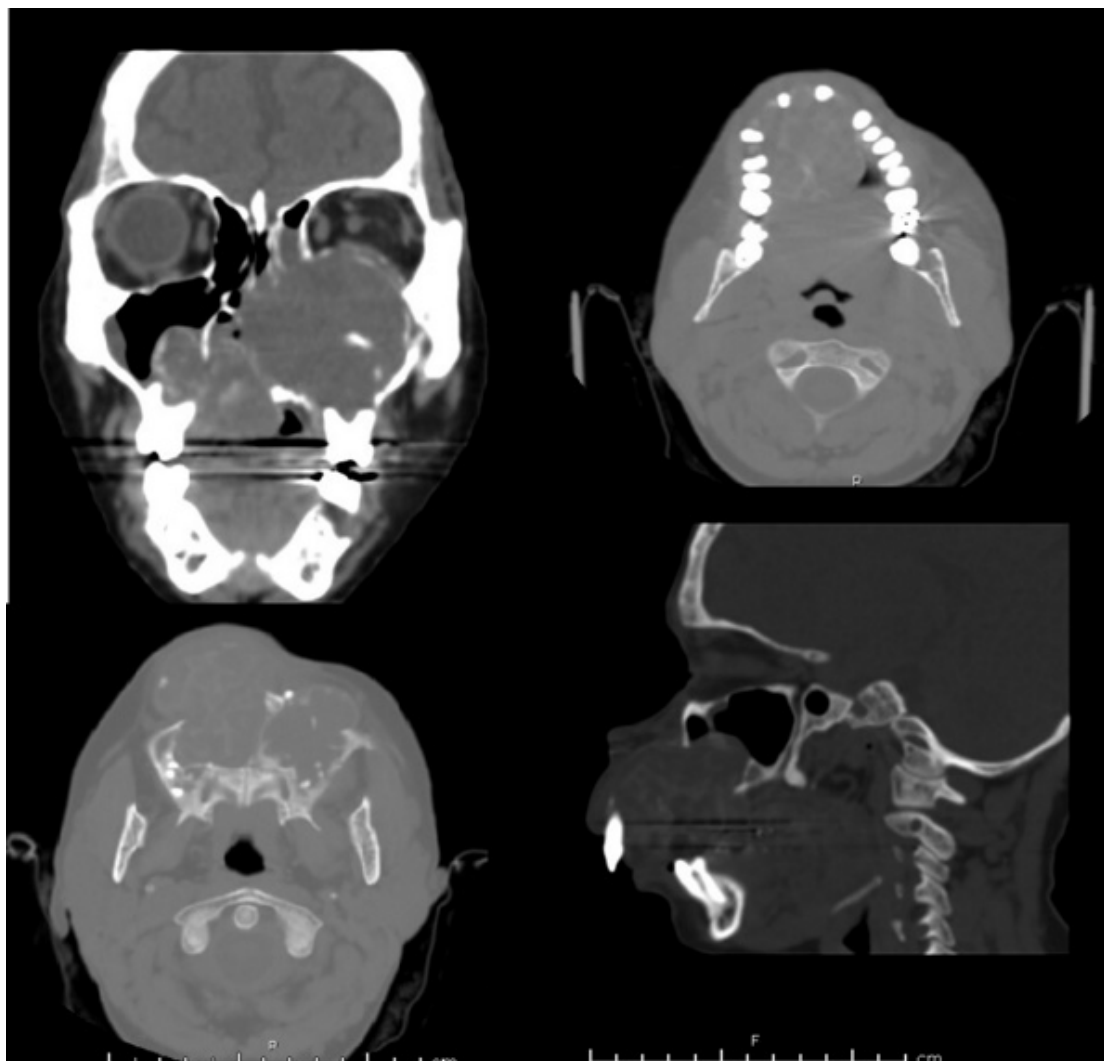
Foto de TAC de cara + 3D.
